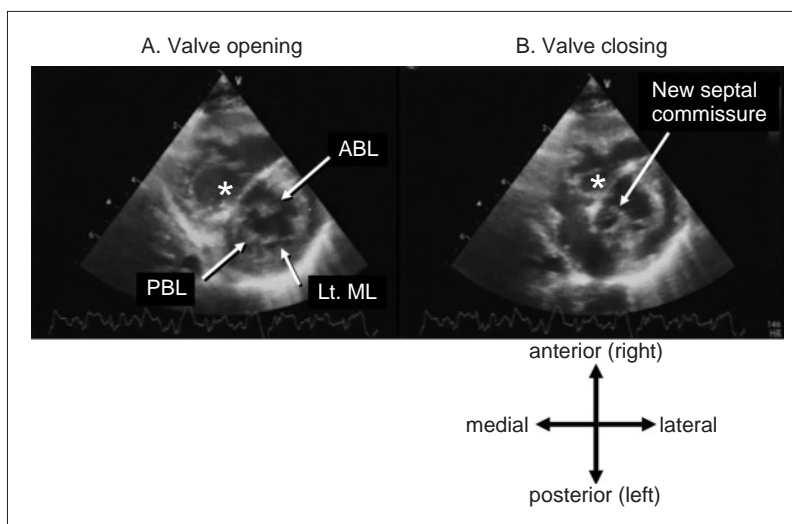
Representative postoperative trans-thoracic echocardiography of the atrioventricular valve (A: valve opening, B: valve closing).
